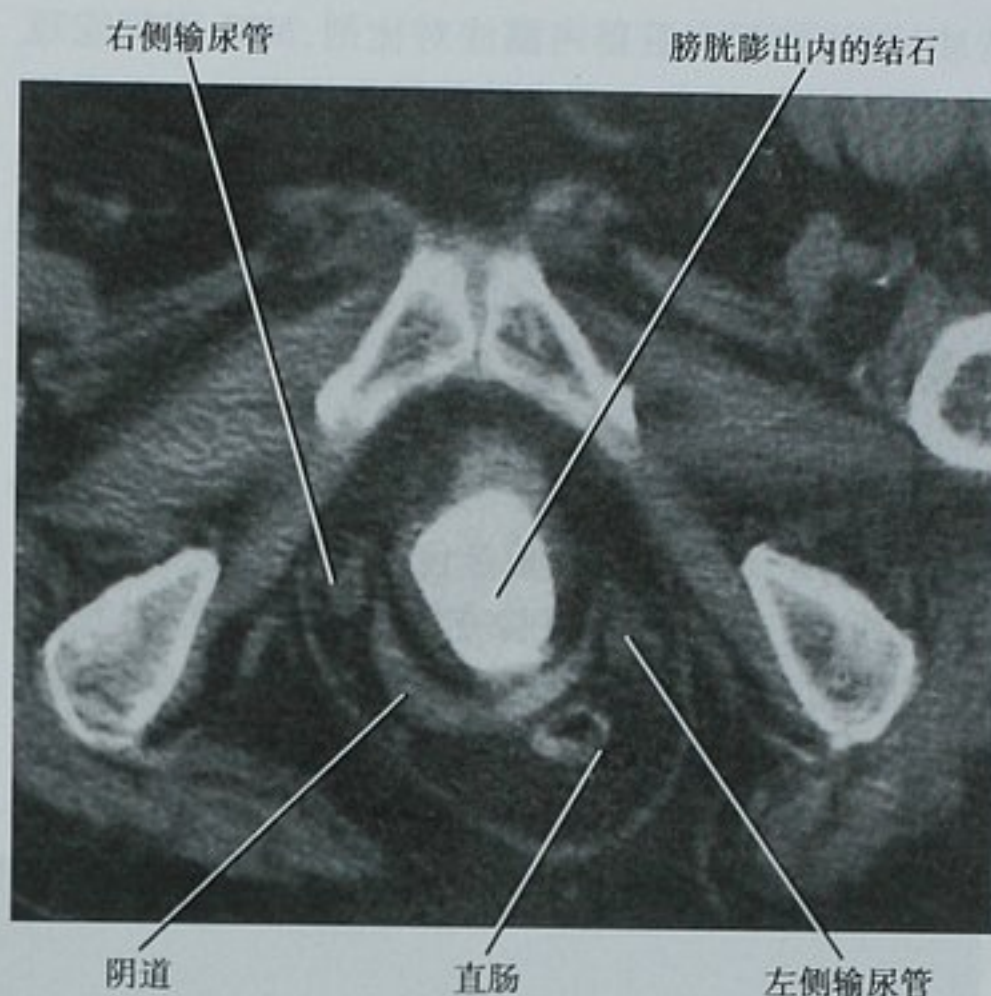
耻骨联合水平平扫 CT 横断面图像显示膀胱膨出内一巨大的膀胱结石。因患者肾功能异常而未行增强扫描。在更高层面图像显示双侧肾盂积水(未显示)
